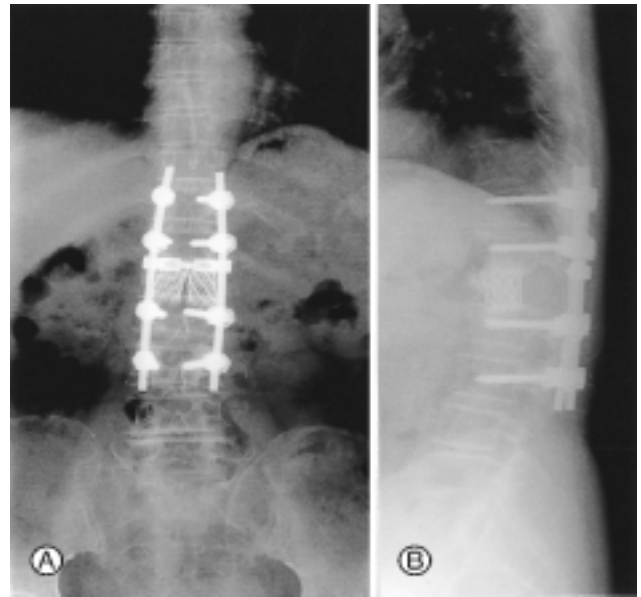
The lumbar X-ray after the operation.
